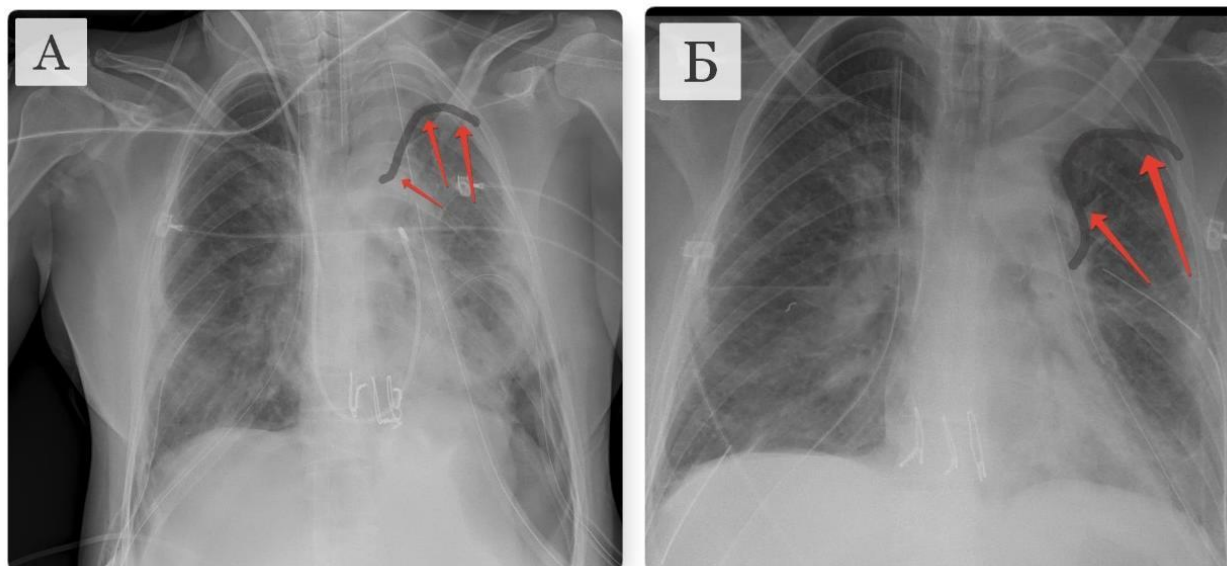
(А, Б) - Рентгенография пациентки Б. на 2 и 4 сутки после трансплантации.
